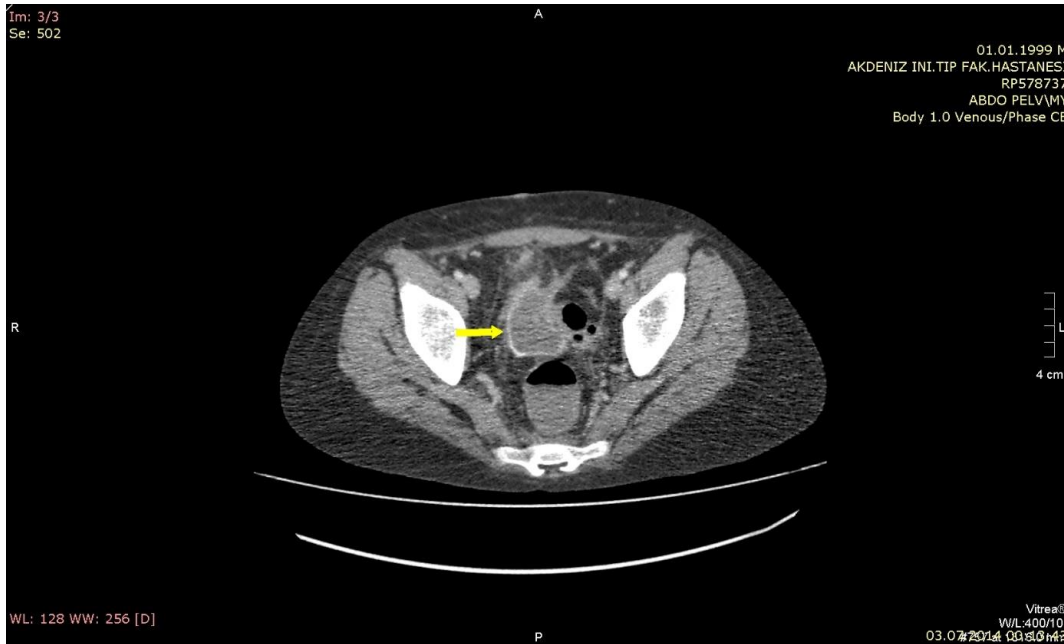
Batın BT’de çekum ve terminal ileum duvar kalınlığı artışı (ok işareti).
